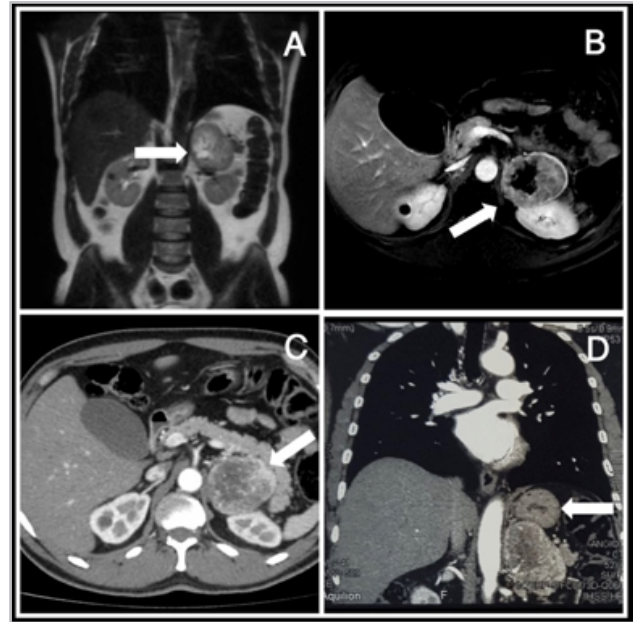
A, B: IRM abdominal en fase arterial. C: TC trifásica de abdomen. D: Angio-TC torácica. Se observa masa heterogénea adrenal izquierda, con áreas de necrosis y hemorragia, que mide 66.5 mm x 60.9 mm.
